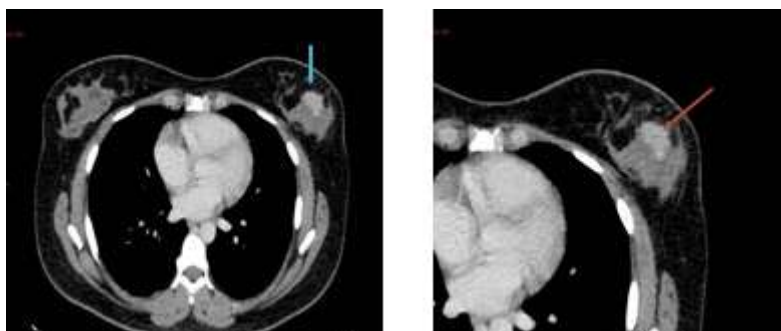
TDM thoracique en coupe axiale et fenêtre médiastinale après injection de produit de contraste au temps portal met en évidence une masse du QIE gauche (Cancer Canalaire Infiltrant).
